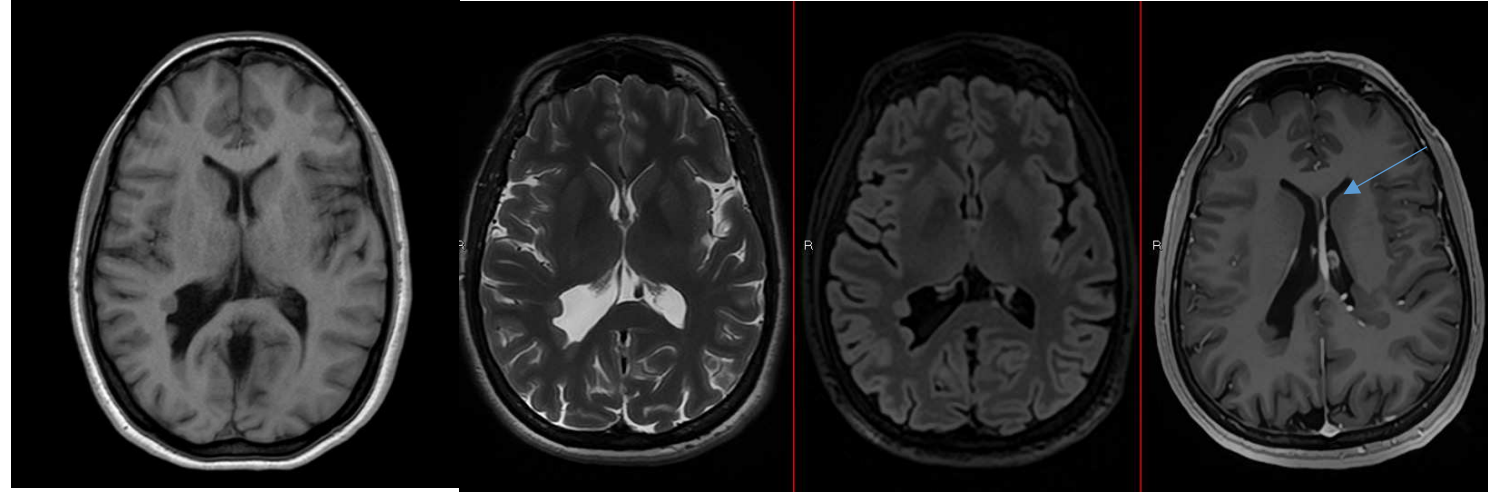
T1,T2, FLAIR Y T1 post contraste
